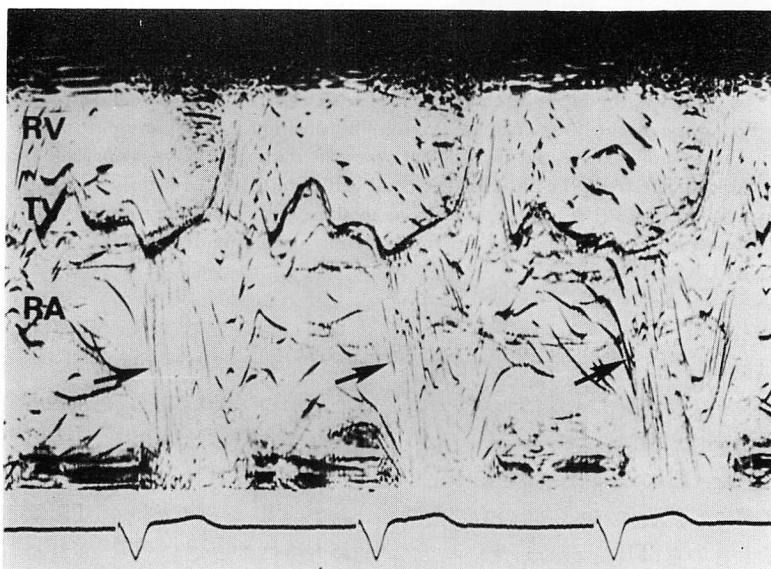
Representative example of pacing-induced TR documented by contrast echocardiography (an 84-year-old man).
